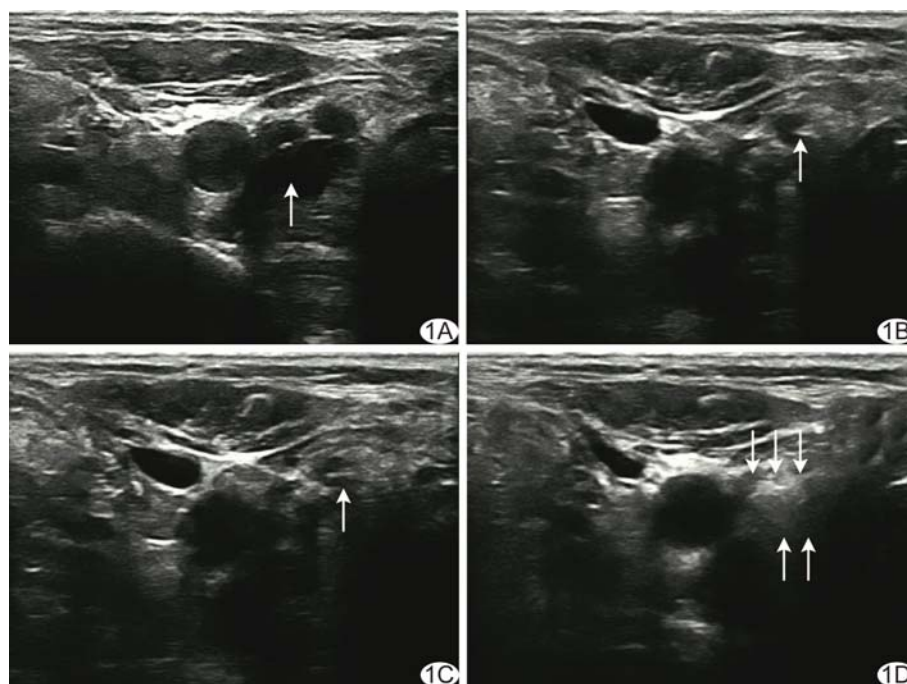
超声引导下激光消融颈部转移淋巴结 A. 建造隔离带(箭); B. 引导针(箭)穿刺至淋巴结内; C. 插入激光光纤(箭); D. 消融范围完全覆盖并超过淋巴结边界(箭)
